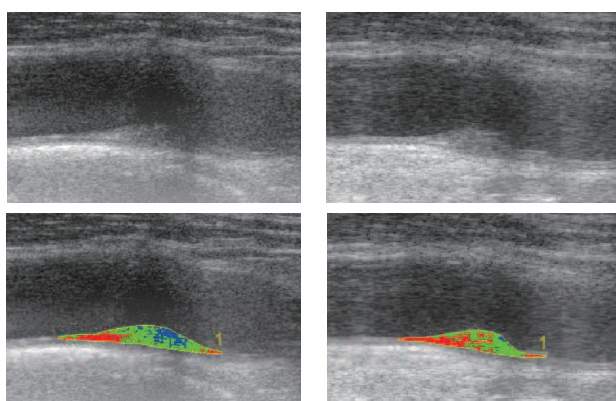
症例1における頸動脈プラークの観察開始時(左)および経過観察時(右)の加工前エコー画像(上段)および試作ソフトウェアによるプラーク組成のカラーマッピング(下段)を示す。
